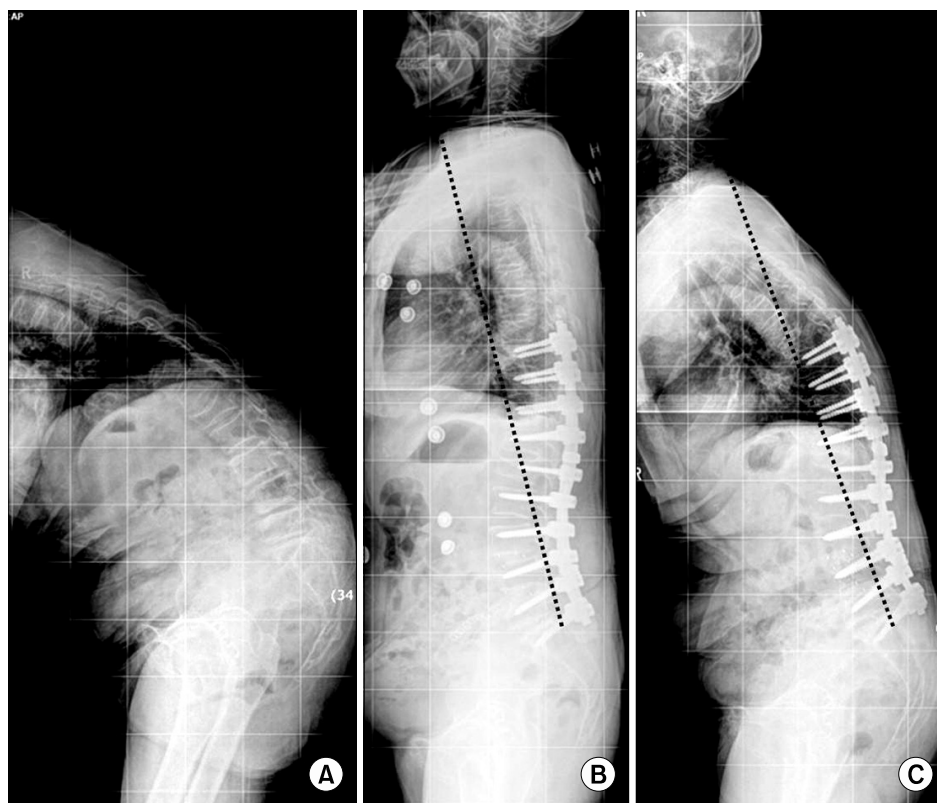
Serial radiographs of a 72-year-old female patient showing loss of sagittal balance. (A) Preoperative radiograph showing severe sagittal imbalance (35.5 cm). (B) Immediate postoperative radiographs showing a restoration of the sagittal balance (4.5 cm). Note the line from the posterosuperior corner of S1 to the center of the T12/L1 disc passes in front of T1. (C) Two years after surgery, the sagittal balance was lost (19.2 cm). The same line of (B) passes in back of T1. This suggests that a significant loss of correction occurred at the proximal unfused segments.
